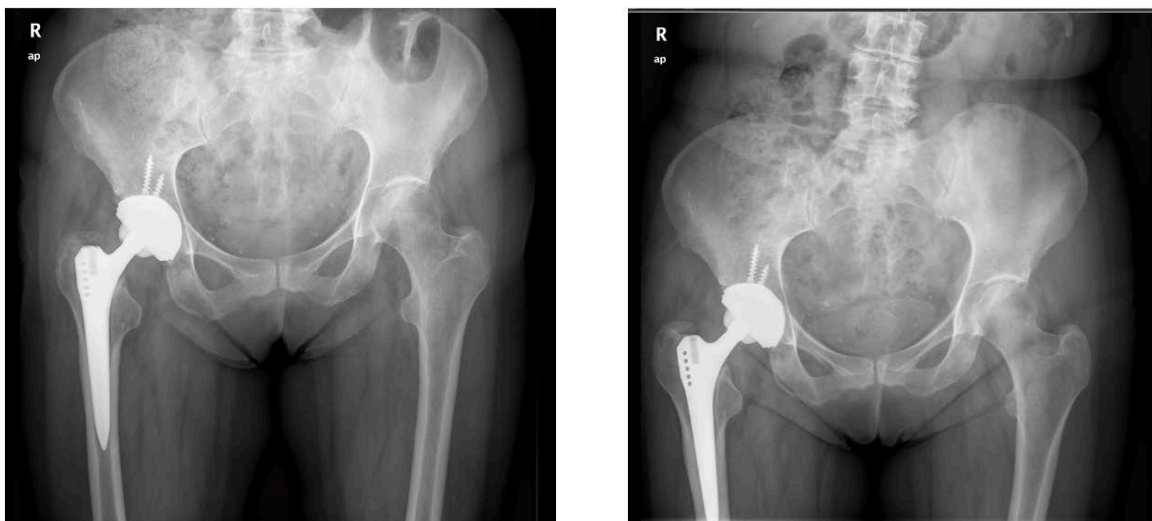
Tercera radiografía realizada el 11 de abril de 2012 a la izquierda. Cuarta radiografía realizada el 18 de abril de 2013 a la derecha. [Fuente: Hospital Clínico San Carlos]
